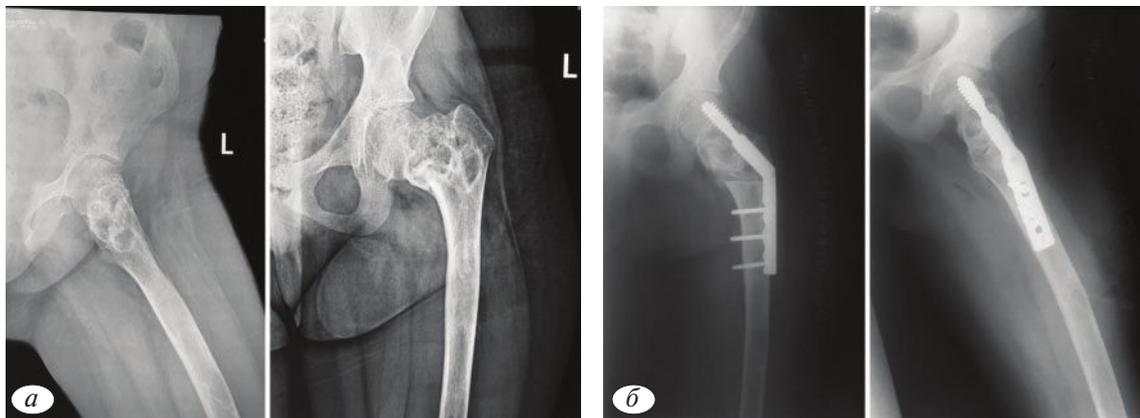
Пациентка М., 14 лет. Диагноз: патологический перелом шейки левой бедренной кости на фоне фиброзной дисплазии. *a* — рентгенограммы левого тазобедренного сустава в прямой и аксиальной проекциях до операции; *б* — в прямой и аксиальной проекциях после операции: краевая резекция проксимального отдела левой бедренной кости, аллопластика, металлоостеосинтез пластиной DHS.
